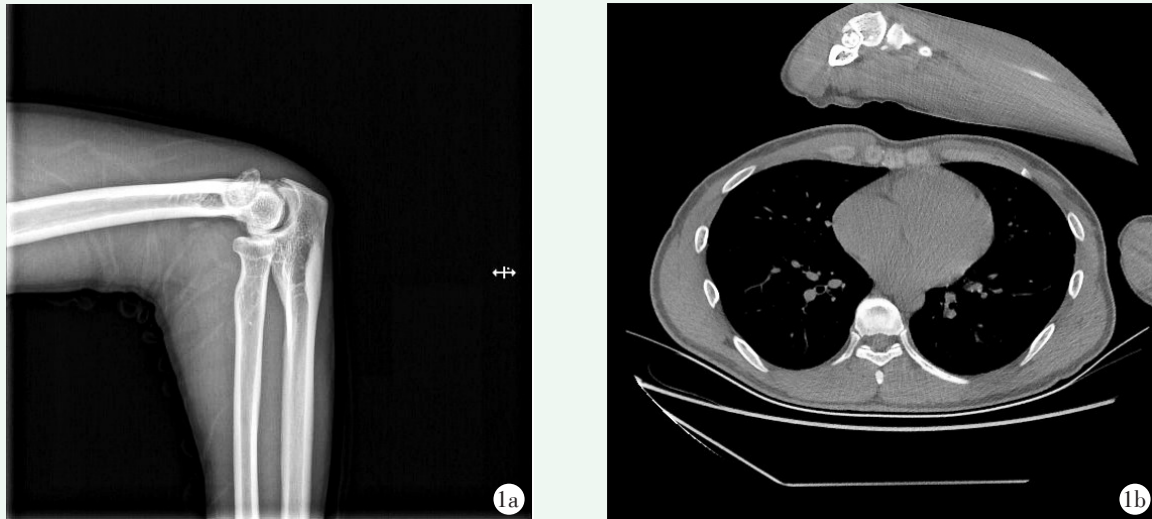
患者,男,31岁,诊断为右肘关节肱骨滑车上小骨,右肘关节轻度骨质增生 1a:右肘关节侧位X线片示右肱骨鹰嘴窝内可见椭圆形高密度影,边缘光滑,密度不均,大小约2.0 cm×1.3 cm,右尺骨近段局部皮质增厚 1b:右肘关节CT示右侧肘关节鹰嘴窝结节状高密度骨块影,中间透亮,边缘可见高密度影,右肘关节诸骨边缘尖锐
